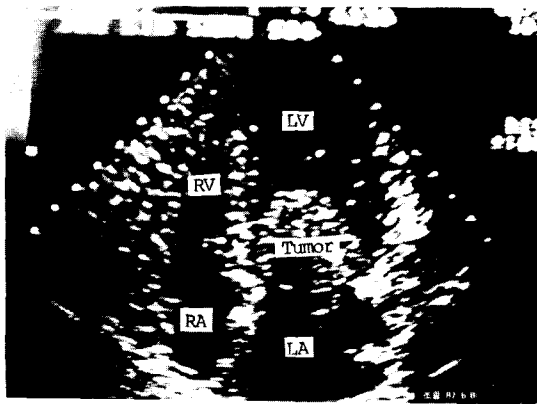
Two-dimensional echocardiogram shows a large LA myxoma obstructing the mitral valve. (case 1)
